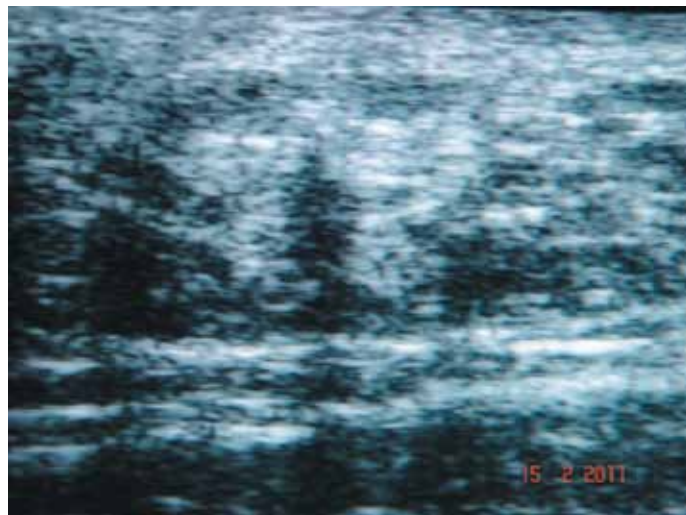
УЗИ подкожно-жировой клетчатки зон липогипертрофий
